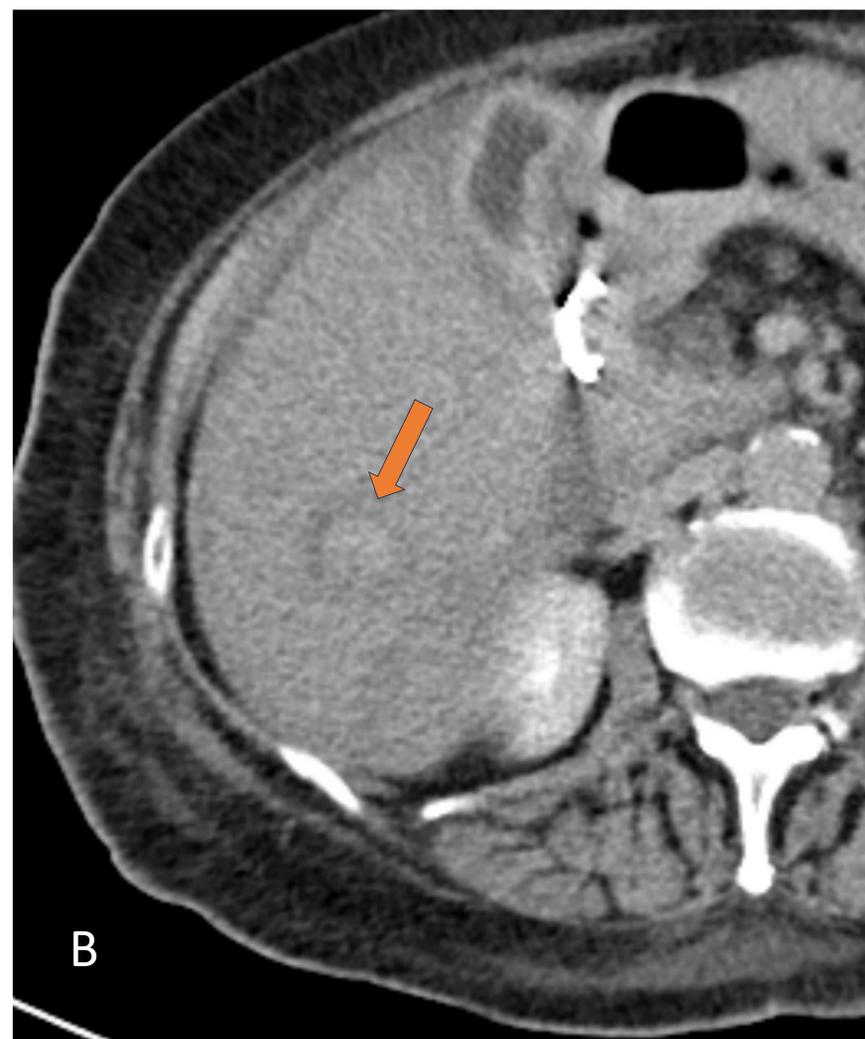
Mismo paciente que en Fig. 9 en el que se realiza TC con contraste en fase portal temprana (A) y TC en fase excretora (B), donde se observan otras dos colecciones intraparenquimatosas en los segmentos V y VI (flechas naranjas), de bordes mas o menos bien delimitados, heterogéneas, ligeramente hiperdensas en la región declive. En la colección localizada en el segmento V se observa un ligero aumento en la densidad del contenido en comparación con la fase portal y la excretora. Dado el contexto clínico, estos hallazgos son sugestivos de hematomas intraparenquimatoso con signos indirectos de sangrado activo, probablemente venoso.
